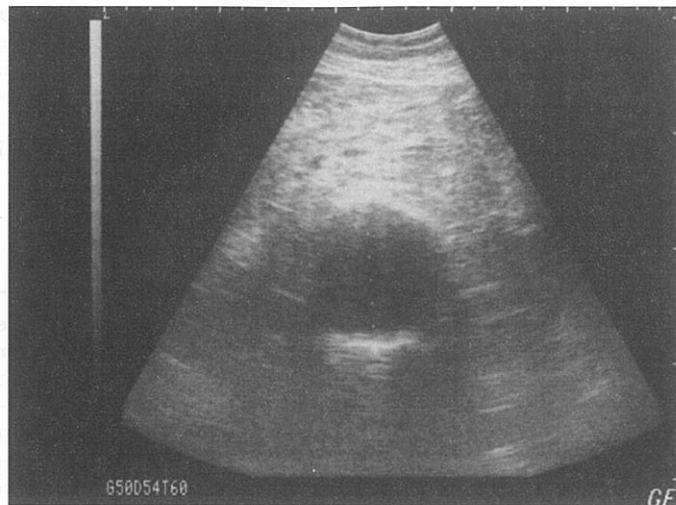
Imagine ecografică a unui anevrism de aortă abdominală realizată la patul pacientului. Acest anevrism are dimensiunea de 6,5 cm.
